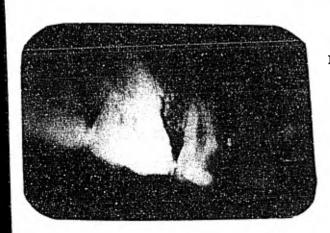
Mejoría de la inflamación por el drenado com pleto de las substancias purulentas, disminuyendo el volumen del absceso periapical.
